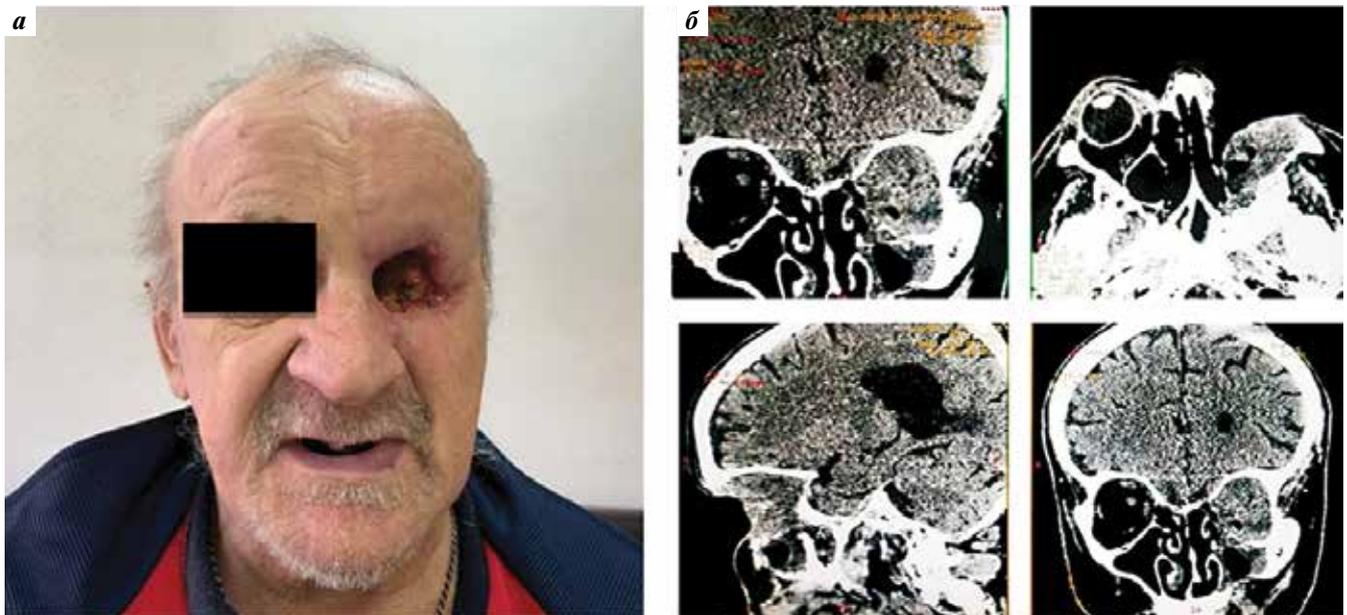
Фотография пациента (а) и контрольная компьютерная томография головы (б) в ноябре 2019 г. (через 4 мес терапии висмодегибом)
